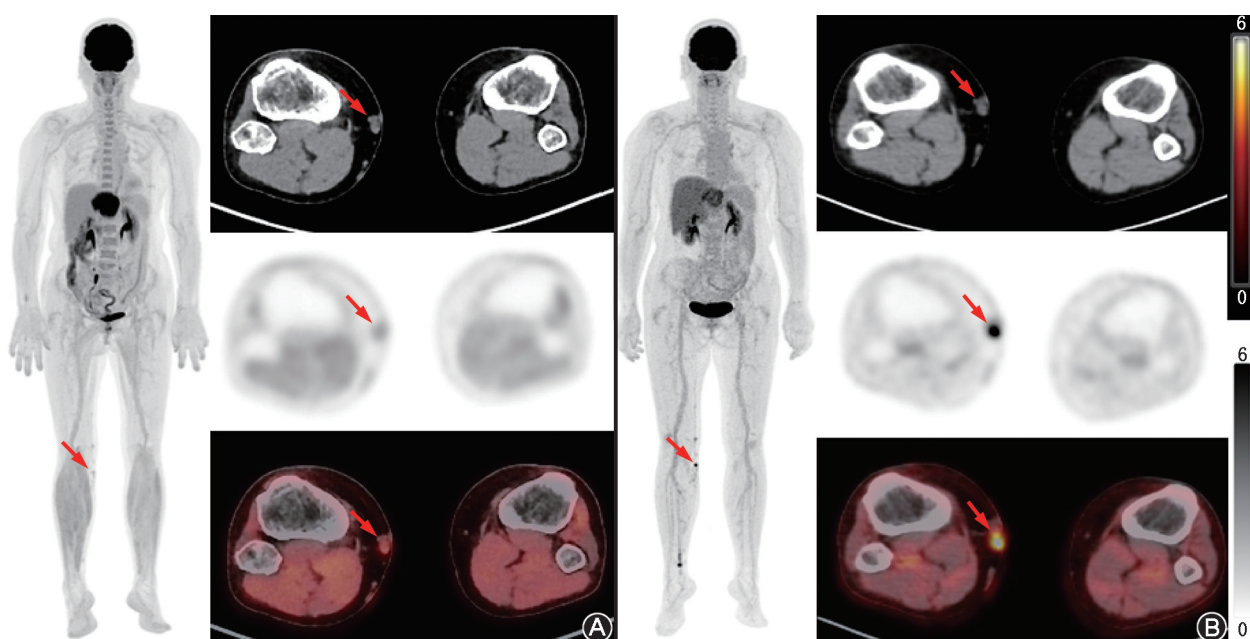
肝内胆管癌患者(女,66岁)接受基线及间隔1个月随访的全身 ^{18}F -FDG PET/CT显像图 A.基线全身PET/CT显像图显示右侧膝关节内侧皮下软组织内结节,考虑为曲张静脉($\text{SUV}_{\text{peak}} = 1.19$;箭头示);B.间隔1个月随访的全身PET/CT显像图示右侧膝关节曲张静脉发生静脉炎($\text{SUV}_{\text{peak}} = 4.45$;箭头示)
